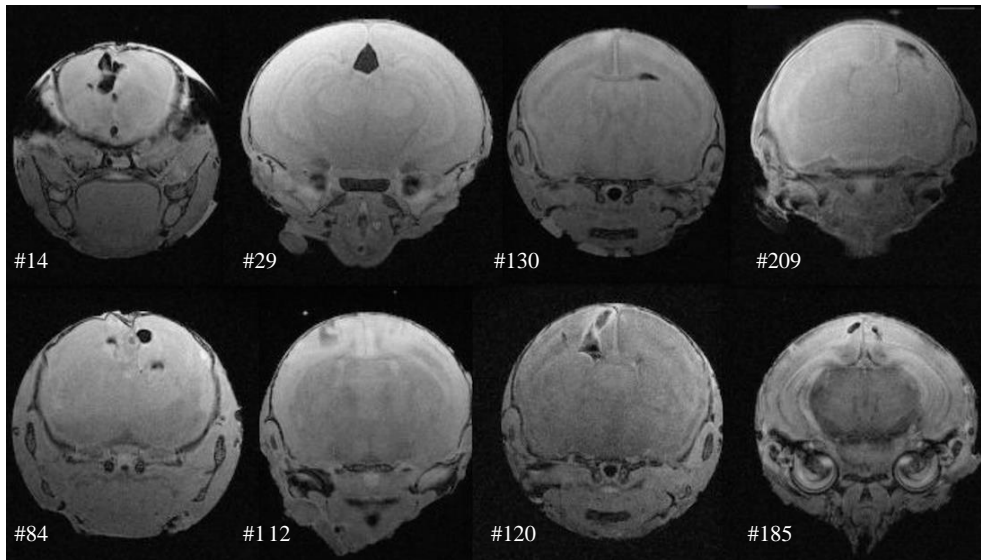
Fortes anomalies cérébrales affectant les souris IP. Un protocole IRM type « T1 FLASH » a été utilisé.
